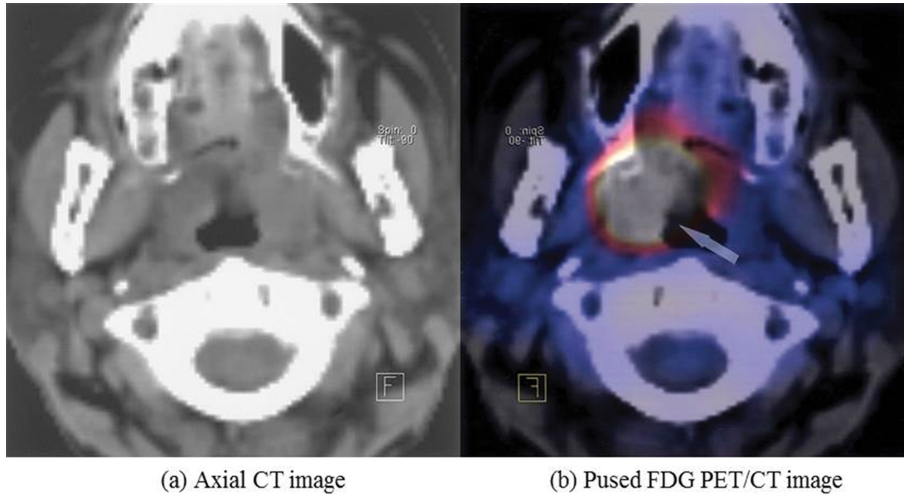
(Color online) Whole-body FDG study.
